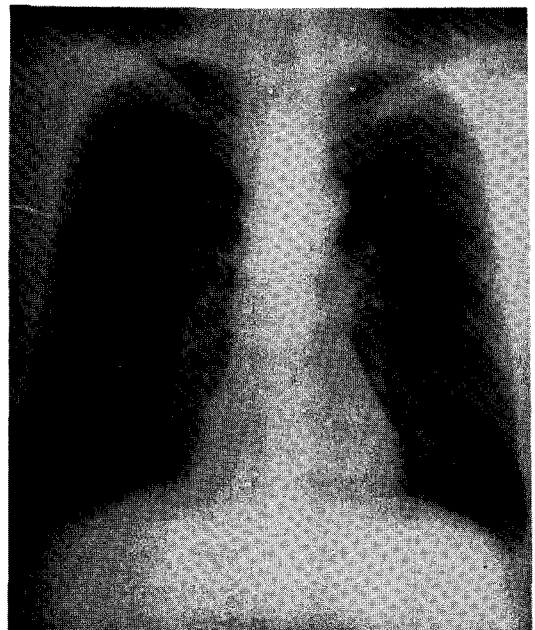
Chest roentgenogram on admission. Note diffusely disseminated, fine nodular lesions and hyperventilation of the lungs.
